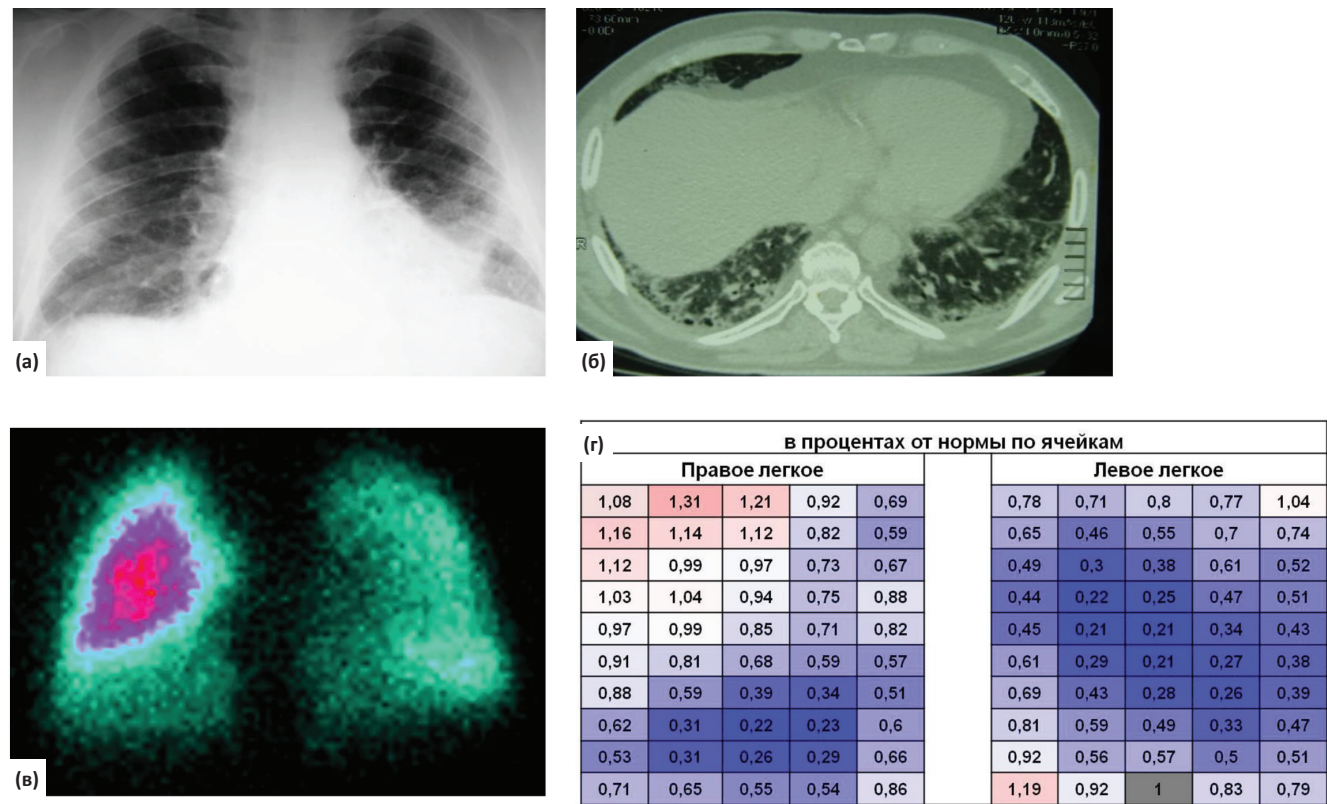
Наблюдение больной С., 1956 г.р., Диагноз – ОИП. (а) – на обзорной рентгенограмме легких в передней проекции в средних и нижних отделах легких отмечается усиление и деформация легочного рисунка, выражающаяся в появлении мелкосетчатых и петлистых структур с постепенным развитием крупноочагового пневмофиброза (картина «сотового легкого»). Объем нижних долей легких уменьшен, что сопровождается подъемом диафрагмы. Корни легких расширяются за счет легочных артерий; (б) – ретикулярные уплотнения в виде утолщения междольковых и внутридольковых перегородок, локализующиеся главным образом субплеврально, в периферических и нижних отделах легких; изменения по типу «сотового легкого» – множественные тонкостенные кисты на фоне ретикулярных изменений; (в) – на скинтиграмме легких в передней проекции определяется значительное диффузное снижение перфузии в левом легком и локальное снижение кровотока в проекции нижней доли правого легкого; (г) – обработка изображения перфузионной скинтиграфии по разработанной программе для ЭВМ LungScintAnalyser. Количественное определение накопления радиофармпрепарата в отличие от нормы
